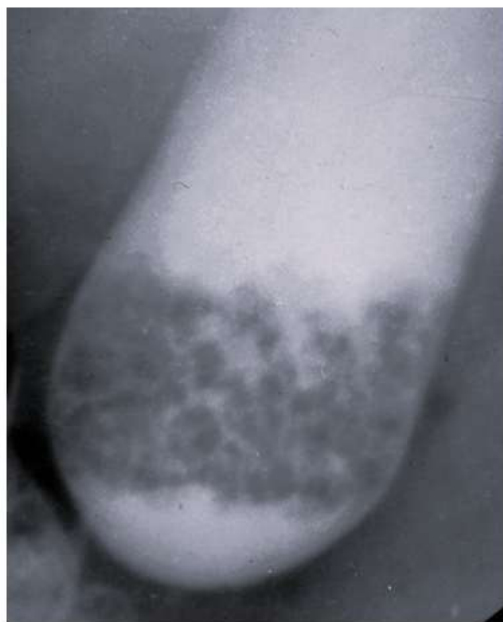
Las primeras radiografías de Beck (izq) de 1900 y Cole (der) 1914, mostrando cálculos vesiculares. Entre ambas se aprecia el rápido avance en la nitidez de las imágenes). Tomado de Beck y Cole).
